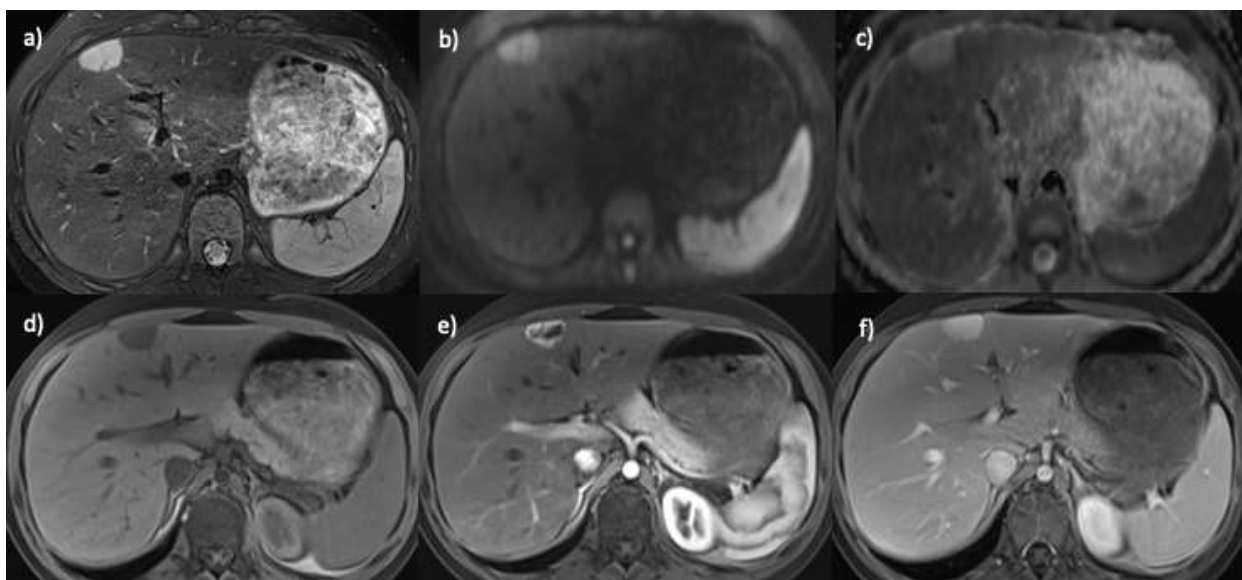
Пациентка, 16 лет, капиллярная гемангиома. МРТ в аксиальной проекции с динамическим контрастным усилением: а) T2ВИ с подавлением сигнала от жировой ткани; б) ДВИ с фактором взвешенности 800; в) ИКД-карта; д) T1vibe до введения контрастного препарата; е) T1vibe артериальная фаза; ф) T1vibe отсроченная фаза (5 минут). В S4 печени визуализируется гиперинтенсивное на T2ВИ. На ДВИ с фактором взвешенности 800 отмечается гиперинтенсивный сигнал от образования с единичными гипоинтенсивными включениями. На ИКД карте образование так же гиперинтенсивно паренхиме печени. На T1ВИ очаг имеет гипоинтенсивный сигнал. При динамическом контрастном усилении очаг центрипетально накапливает контрастный препарат, полностью заполняясь к отсроченной (5 минут) фазе.
